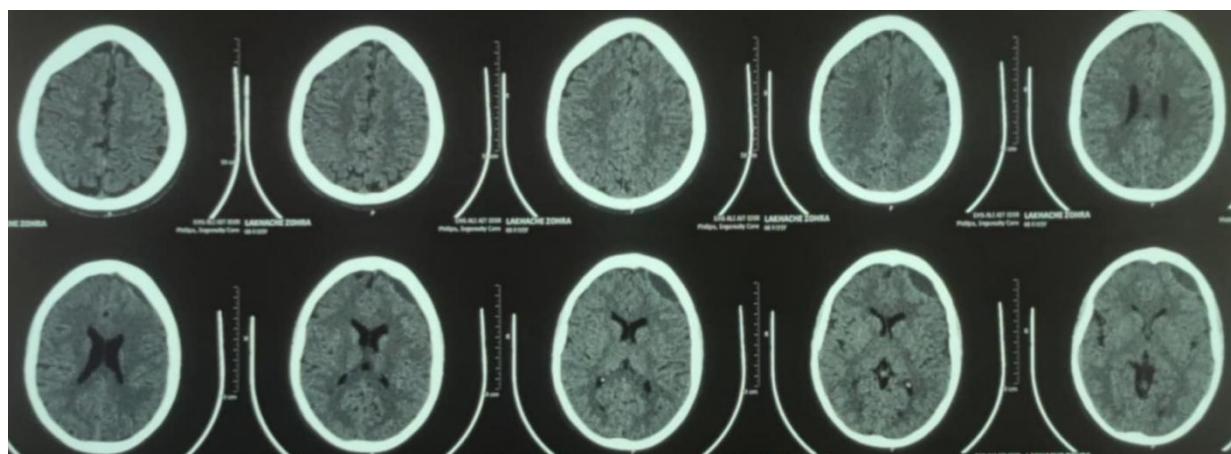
TDM cérébrale préopératoire : image montrant un hématome extradural frontal droit, sans fracture crânienne associée.
